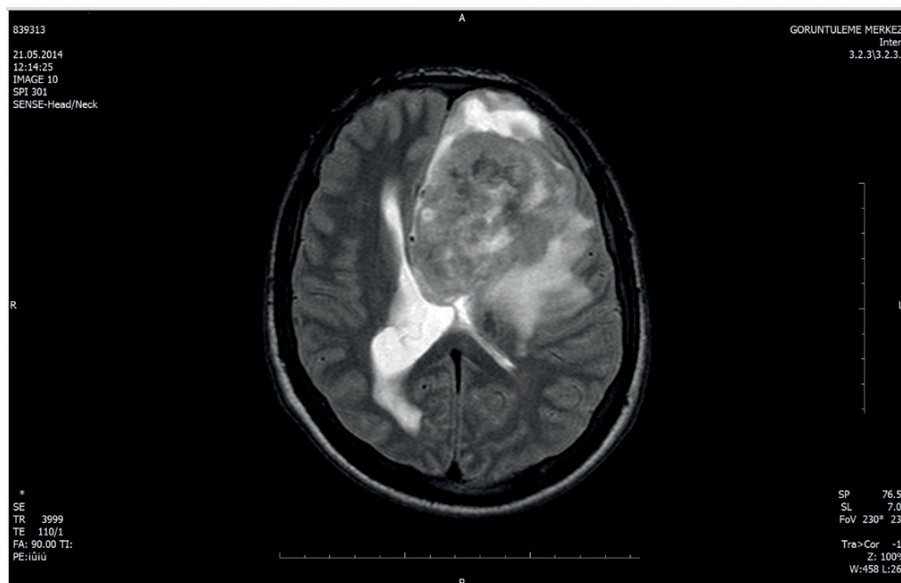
Preoperative cranial T2 axial MRI.
